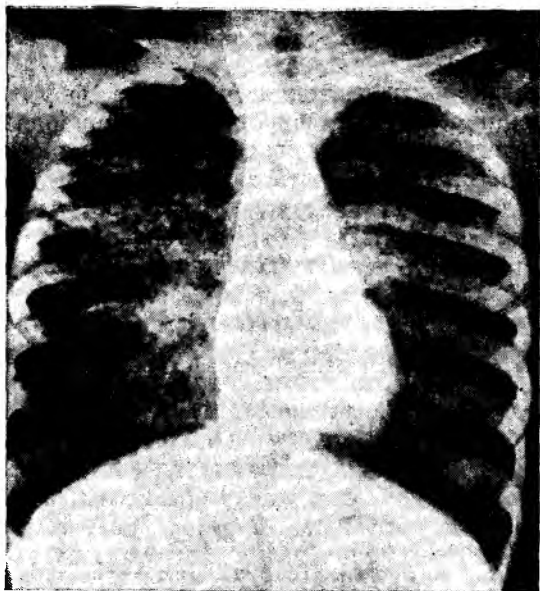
Рентгенограмма грудной клетки девочки европеоидной популяции в возрасте 10 лет, больной саркоидозом. Видны диссеминированные перибронхиальные инфильтраты, множественные небольшого размера уплотнения ткани; воздушность легких повышена, прикорневые лимфатические узлы увеличены.
